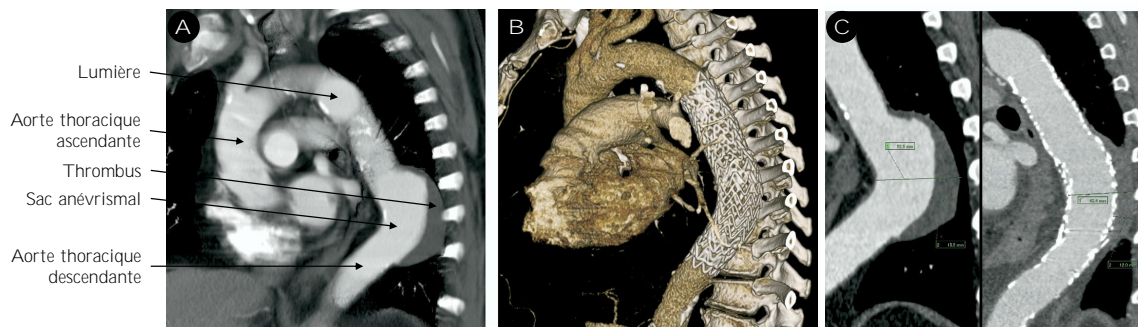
Réparation aortique endovasculaire thoracique (A) Image scanner d'un anévrisme sacculaire (B) Rendu 3D d'un CT-angiogramme après pose d'une endoprothèse (C) Rétrécissement du sac anévrisimal et résorption du thrombus à 1 an de suivi (Ueda et al., 2009).
